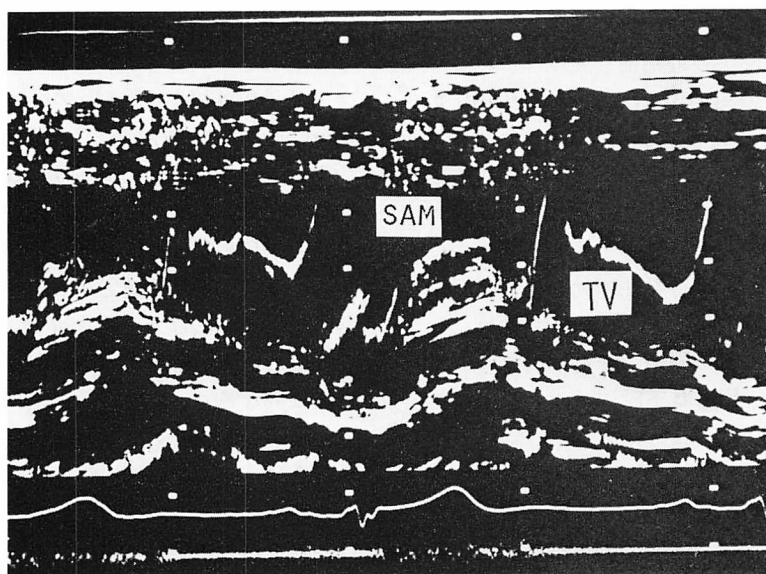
M-mode echocardiogram showing systolic anterior motion of the tricuspid valve in Case 1, suggesting prolapse of the tricuspid valve.
